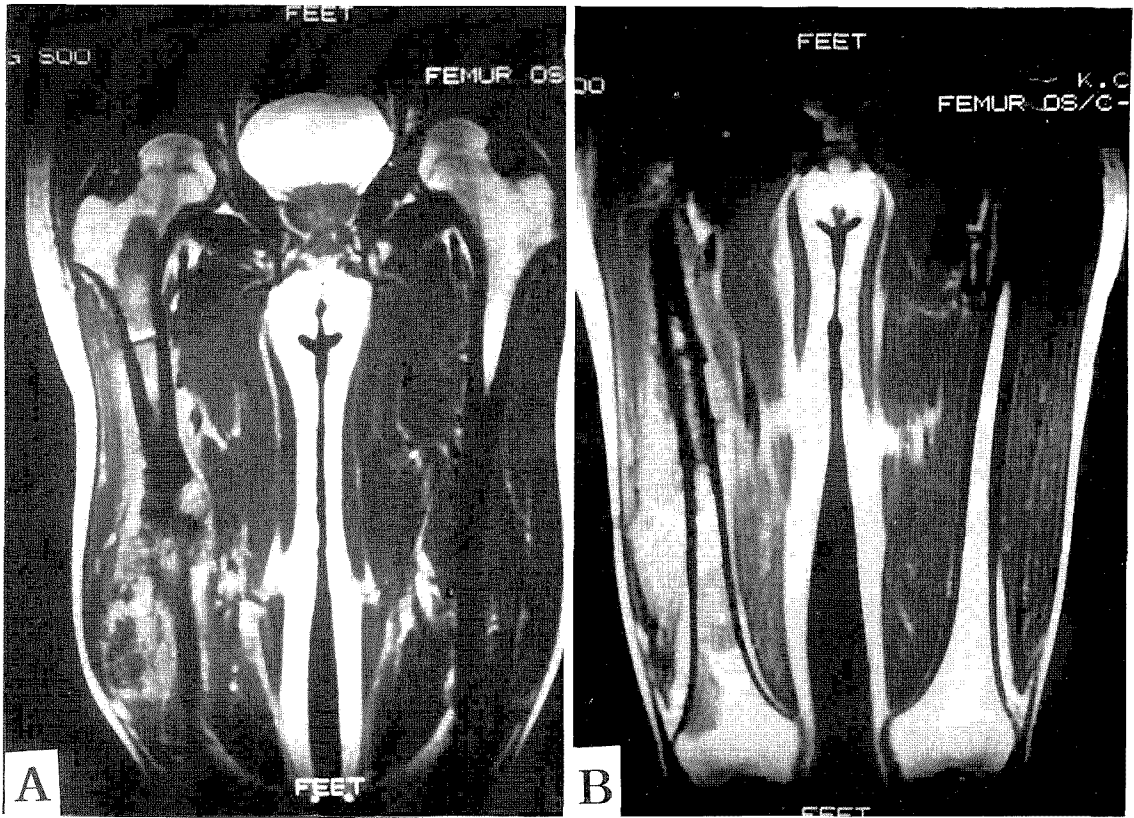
MRI of the osteosarcoma patient at right femur shows tumor involvement of whole femur with skip metastases.
